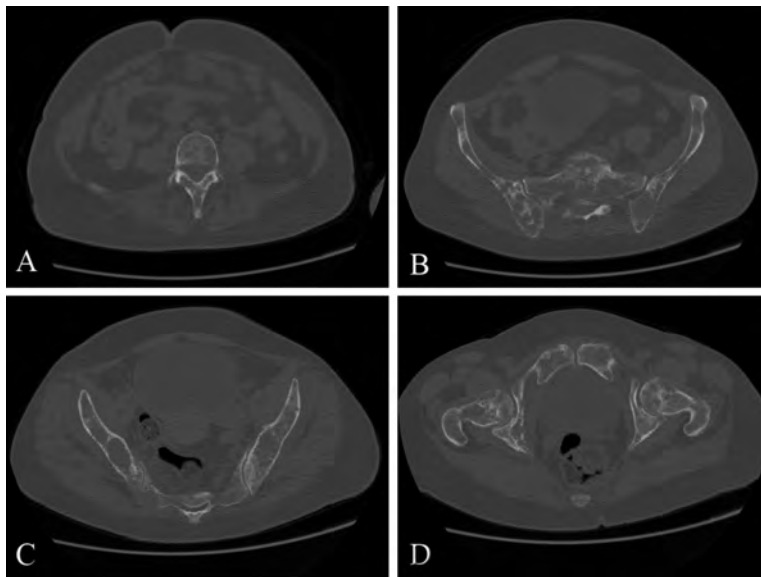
Varios cortes axiales de TC de pelvis con ventana ósea donde se observan lesiones de patrón apolillado de afectación fundamentalmente trabecular. En el corte A se observa la afectación lumbar; B y C se centran en pelvis y D en las lesiones en fémur.
